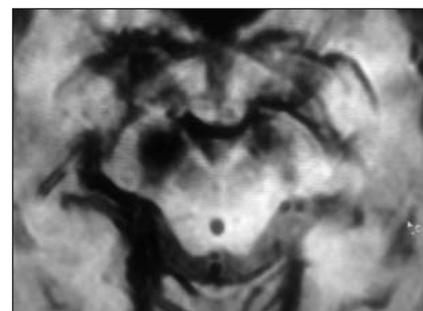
МРТ головного мозга в режиме SWI: видно размытие границ зоны nigrosome 1 черной субстанции
